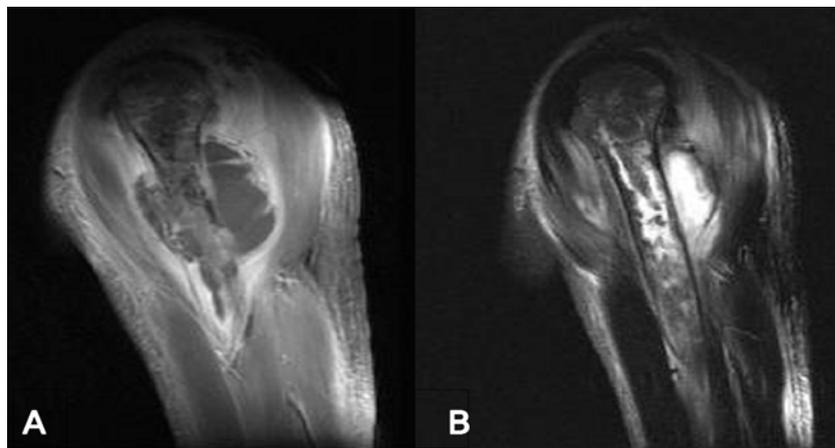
(A) On left shoulder T1-weighted and (B) T2-weighted MRI, the left proximal humerus shows diffuse heterogeneous signal intensity on T2WI with irregular enhancement on gadolinium administration suggesting bone marrow involvement. There is an abscess, measuring about 7×5 cm, around the proximal humerus showing heterogeneous high signal intensity on T2WI with peripheral enhancement on sagittal gadolinium enhanced T1WI.
